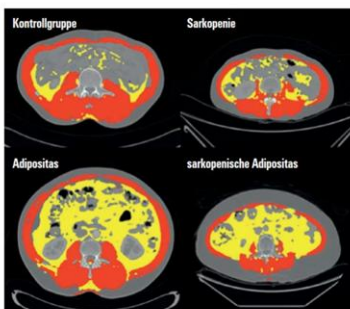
Repräsentative CT-Bilder nach den Kriterien Sarkopenie und Adipositas. Rote Farbe steht für den Bereich der Skelettmuskulatur, gelbe Farbe für den Bereich des viszeralen Fetts (modifiziert nach Kim J, *J Surg Oncol* 2021; 124:1347-1350 | doi:10.1002/slo.1450)
